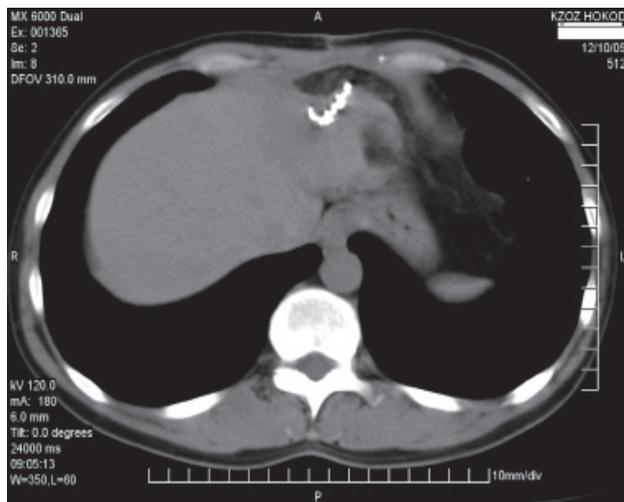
Компьютерная томограмма больного М. до резекции метастазов печени
